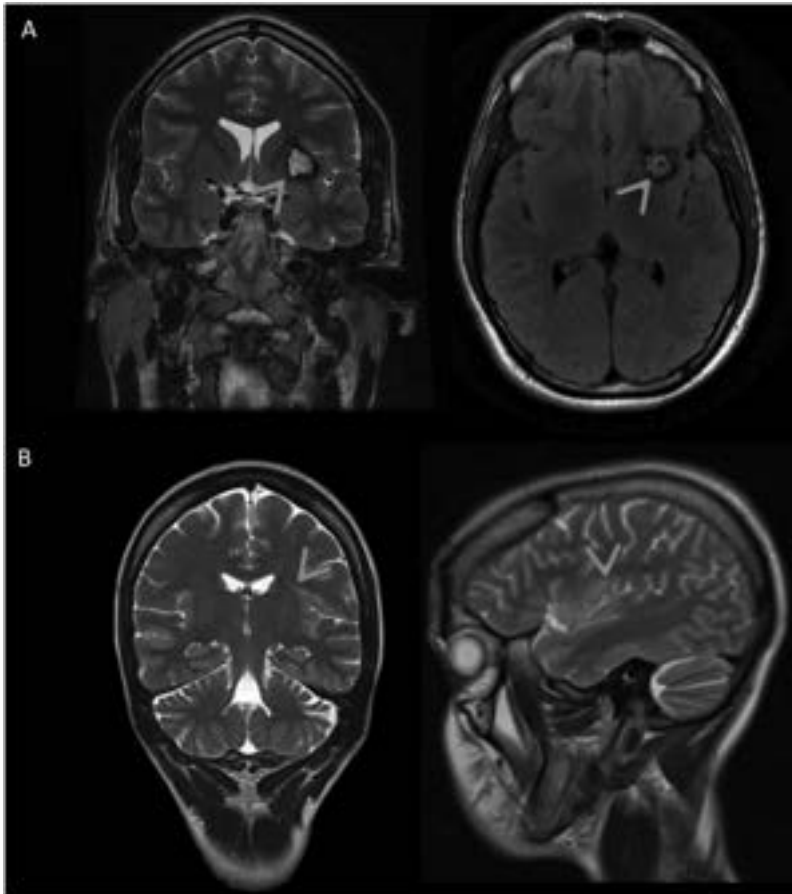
Magnetic resonance anatomic scans of two patients with insular lesions. A, Patient 1 has a cavernoma in the left insula, as visualized on coronal (left) and axial (right) images acquired with T2 and fluid attenuated inversion recovery sequences, respectively. B, Patient 2 has a subtle focal cortical dysplasia over the dorsal part of the left insula, as revealed by FLAIR magnetic resonance sequences.
